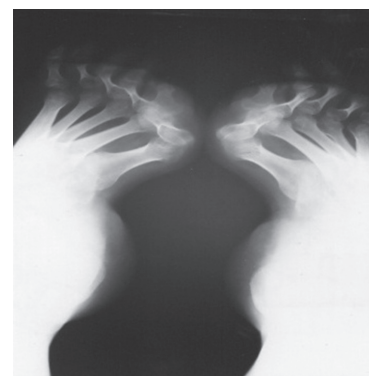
Рентгенограмма стоп больного Б. до лечения
